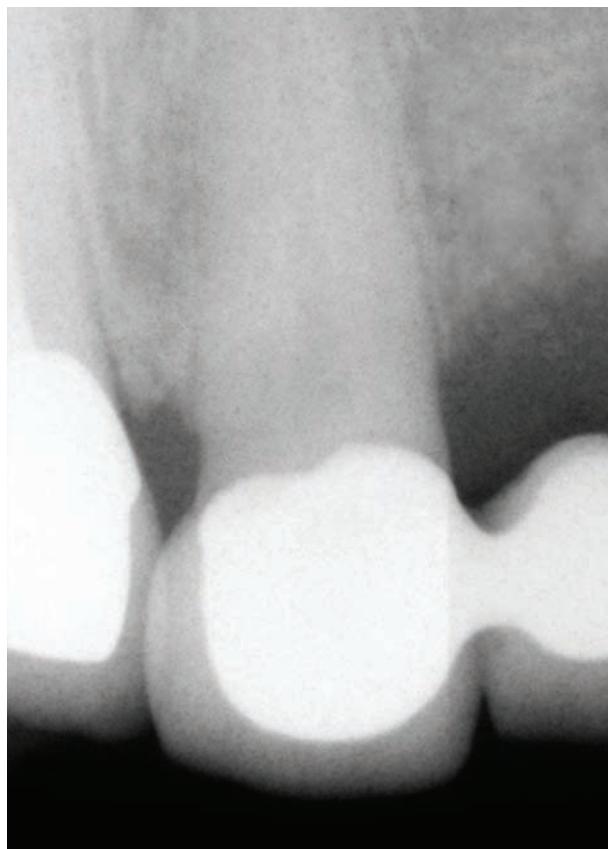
Control X-ray image at the site 22 taken 4 weeks after insertion of the Activioss material into extraction socket.
